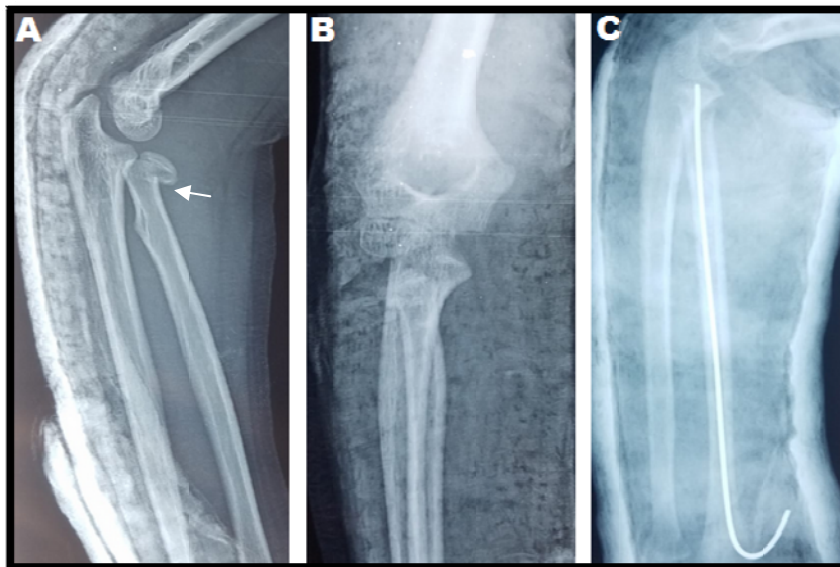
Radiographie du coude gauche de face (A) et de profil (B) montrant une fracture du col radial stade 3 chez un garçon de 10 ans. C - Radiographie de contrôle après réduction par poinçonnage percutané et stabilisation par ECMES rétrograde à foyer fermé.
